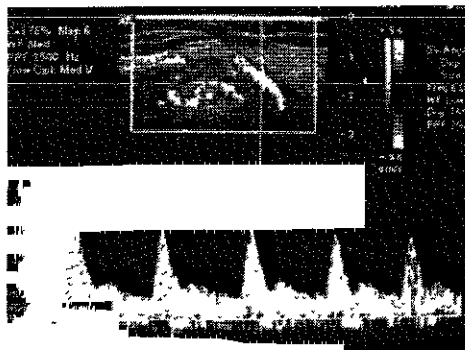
Paciente femenino de 54 años de edad, con AR activa. Estudio de ultrasonido Doppler pulsado donde se observan más de 3 estructuras vasculares periféricas las cuales registran flujo cuyo espectro es de baja resistencia con presencia de flujo telediastólico y con pico sistólico máximo de 17 cm/seg
